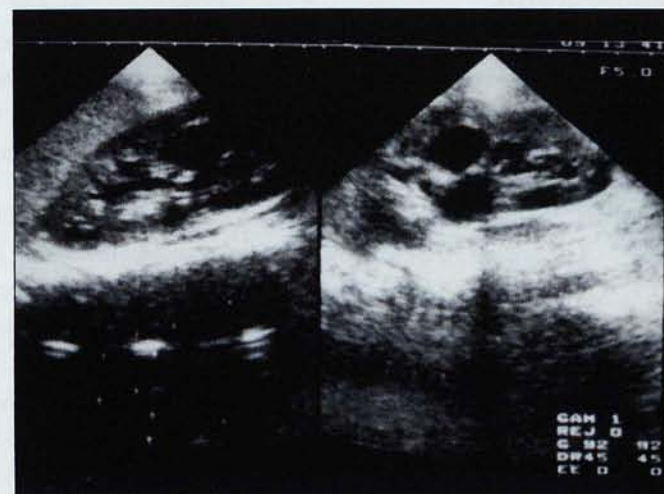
Ecografia de control sense variació pel que fa a l'estudi previ.
